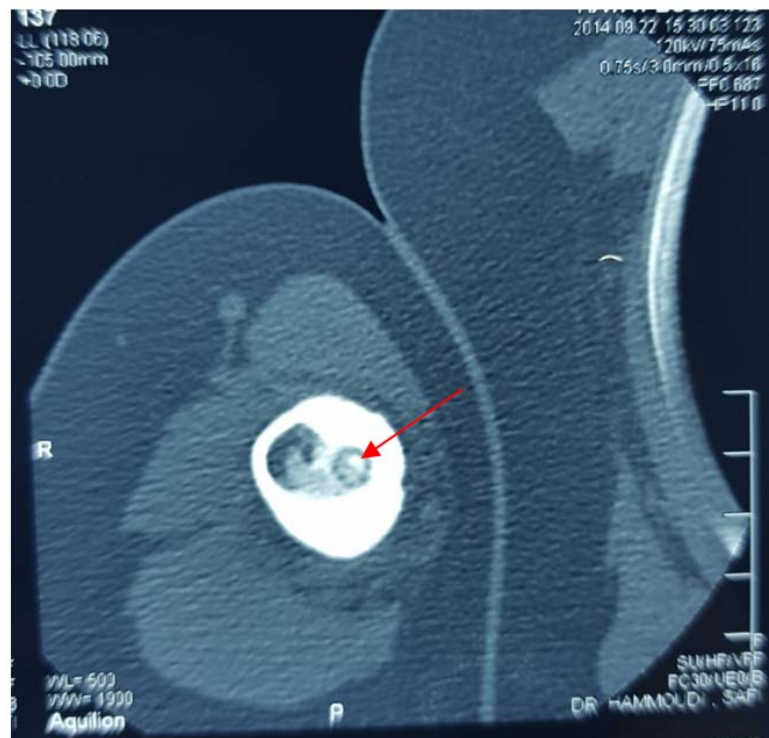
TDM coupe transversale montrant une lésion hypo dense centrée d'une calcification avec une hyperdensité périphérique de la diaphyse humérale droite. (observation n°4)
